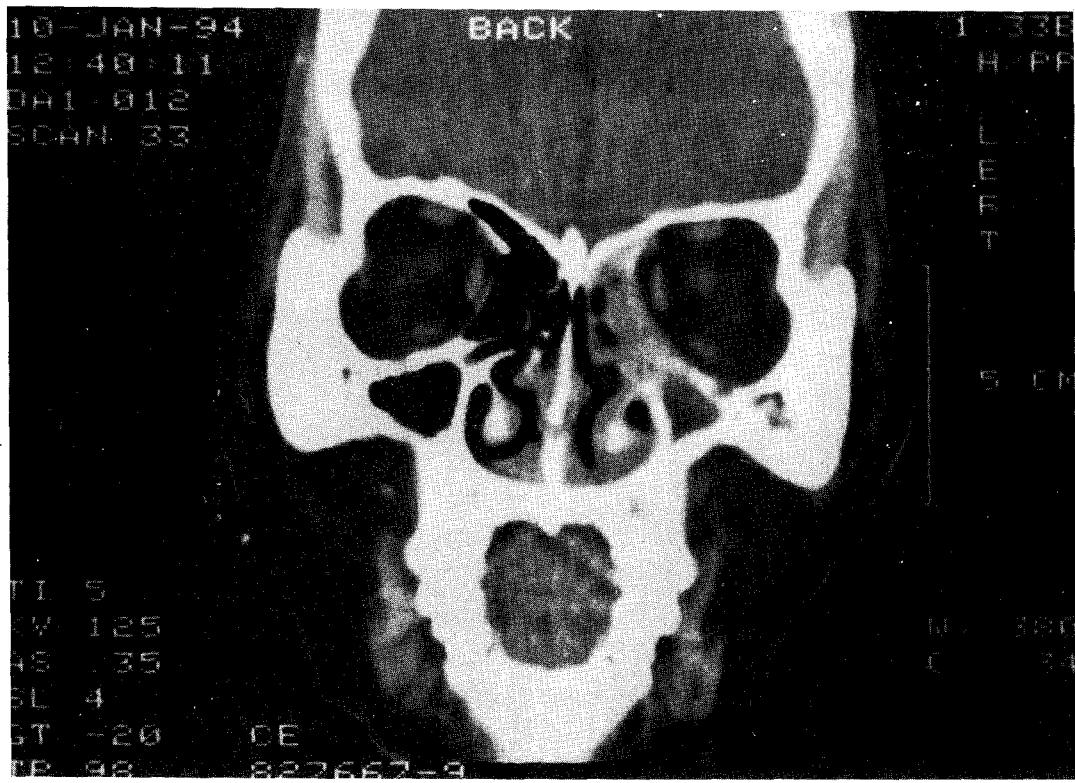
Initial PNS CT scan shows enhancing mass in the left ethmoid sinus which extends to the left frontal sinus, maxillary sinus, and orbit with destruction of lamina papyracea.
